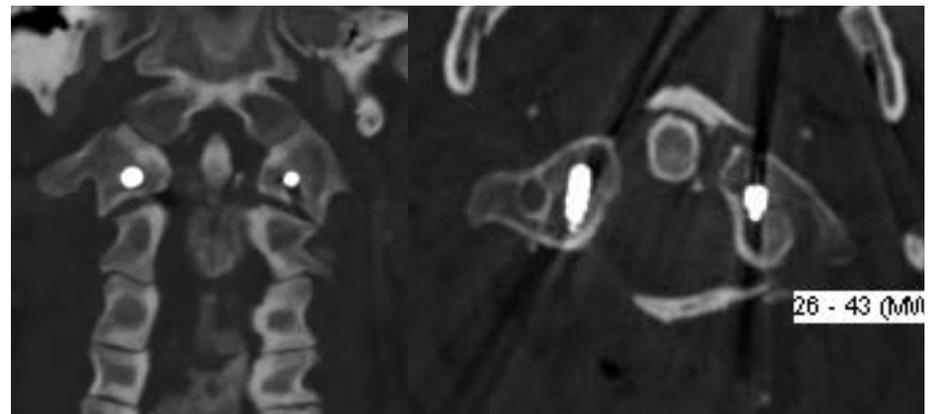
Postoperatives CT zeigt eine komplette Reposition der Massa und eine gute Frakturstellung
